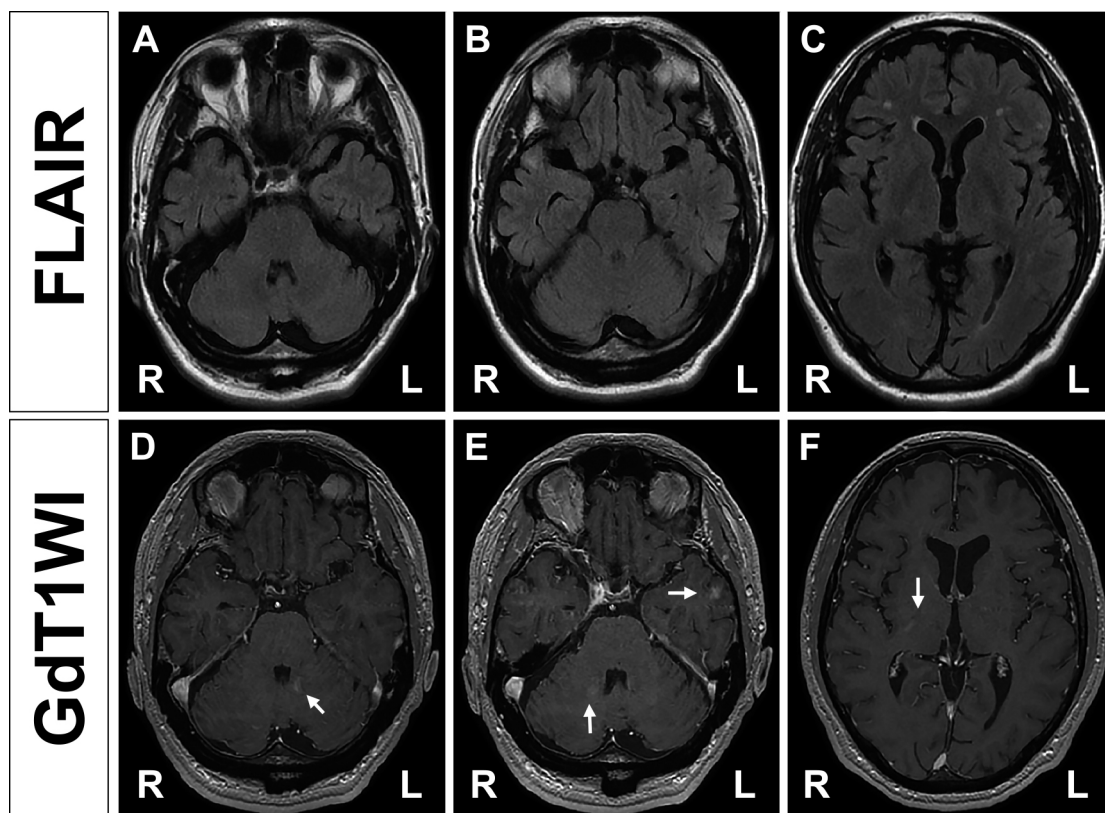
MRI on admission.
